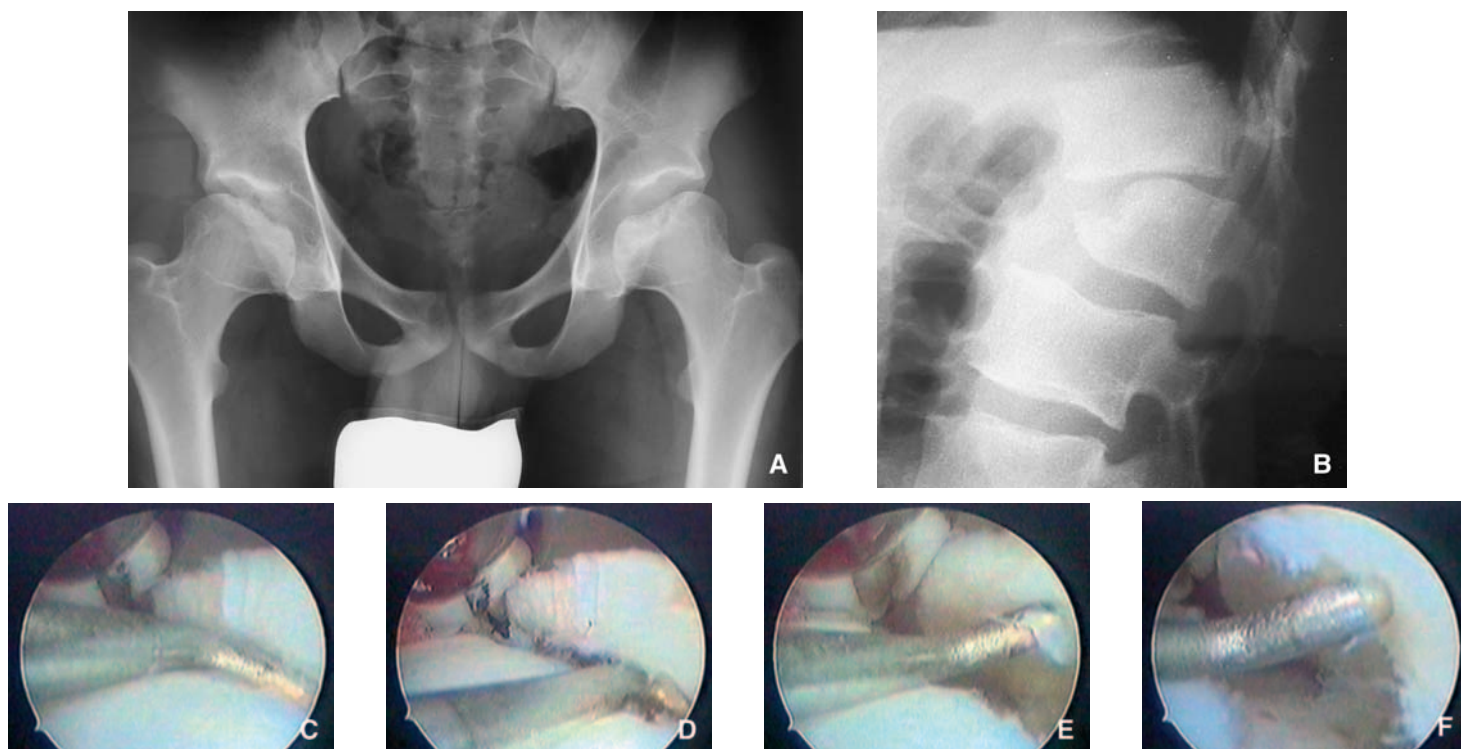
Dysplasie spondylépiphytaire. Radiographie du bassin (A) et du rachis (B). Aspect endoarticulaire du clapet chondral avant résection (C, D, E, F).
